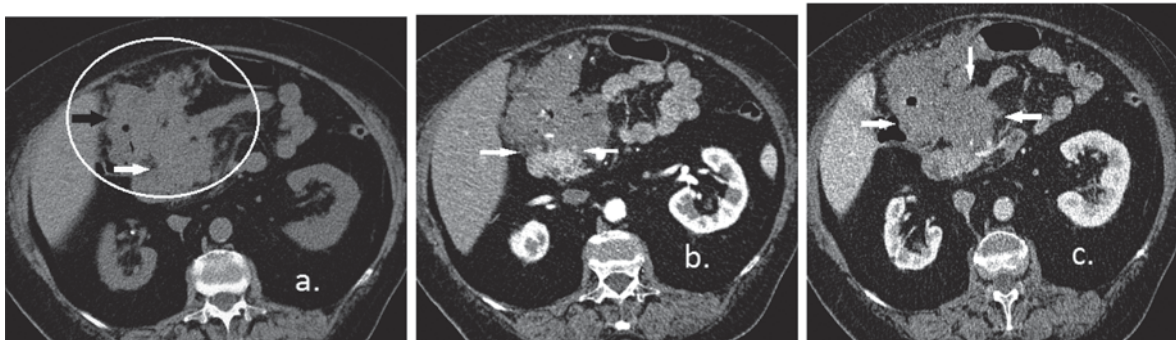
МСКТ. а – нативное изображение, опухолевый конгломерат в эпигастральной области с нечетким неровным контуром, интимно прилегающий к головке поджелудочной железы (белая стрелка), антральному отделу желудка, поперечно-ободочной кишке, с наличием утолщения стенки и сужения просвета последней (черная стрелка); б – артериальная фаза контрастирования; на фоне интенсивного накопления контрастного вещества паренхимой поджелудочной железы визуализируется гиповаскулярное образование, контур железы в области прилегания образования нечеткий, за счет прорастания (белые стрелки); с – портальная фаза контрастирования; отмечается постепенное накопление контрастного вещества выявленным образованием; границы между стенкой ободочной кишки и образованием не визуализируются
